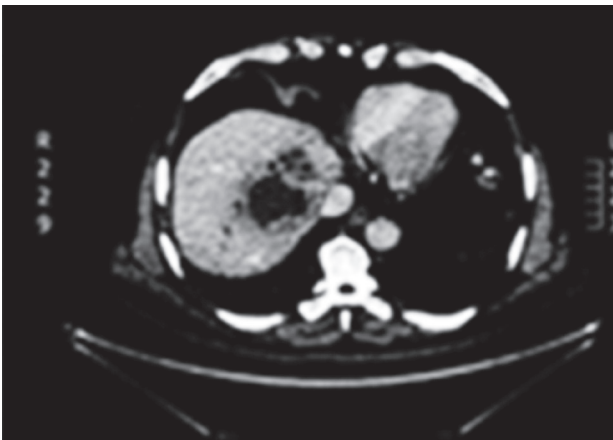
TAC de abdomen del caso 3. Evidencia de absceso hepático
